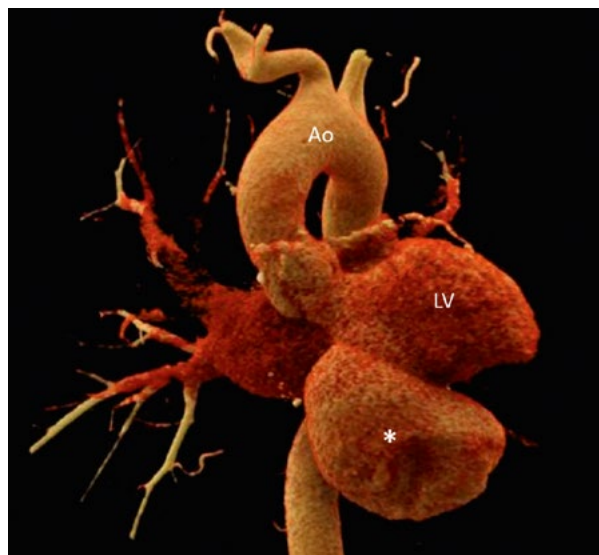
Computertomografie, i. v. Kontrastmittel, 3D-Rekonstruktion. Linker Ventrikel (LV), LV-Pseudoaneurysma (Stern), Aortenbogen (Ao).
